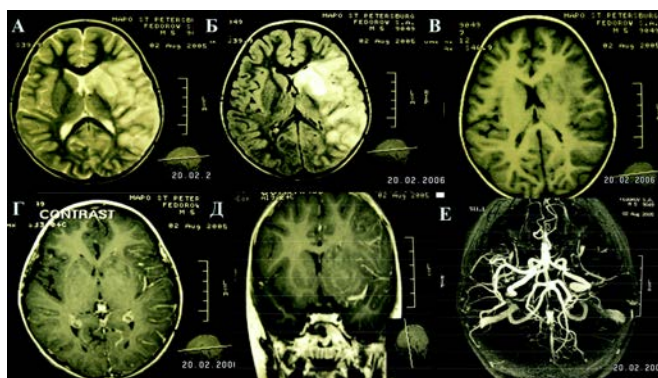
МРТ больного Ф., 5 лет. Диагноз: Первично-хроническое течение ИКБ. Нейроборрелиоз. Церебральный васкулит. Окклюзия левой средне мозговой артерии. Ишемический инсульт слева. А) T2-ВИ, аксиальная плоскость, Б) FLAIR-ВИ, аксиальная плоскость, В) T1-ВИ, аксиальная плоскость, до контрастирования, Г) T1 ВИ, аксиальная плоскость, после контрастирования, Д) T1 ВИ, корональная плоскость, после контрастирования Е) МР-ангиография. Окклюзия левой средне мозговой артерии
